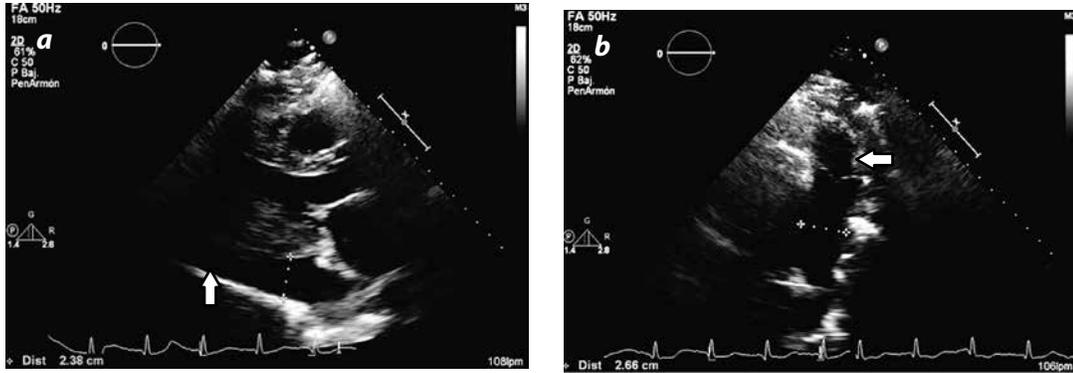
En la ecocardiografía posterior a la pericardiocentesis se identificó derrame pericárdico residual, el cual produce una separación del pericardio visceral y parietal de predominio en la cara posterior y lateral, como lo indican las flechas
